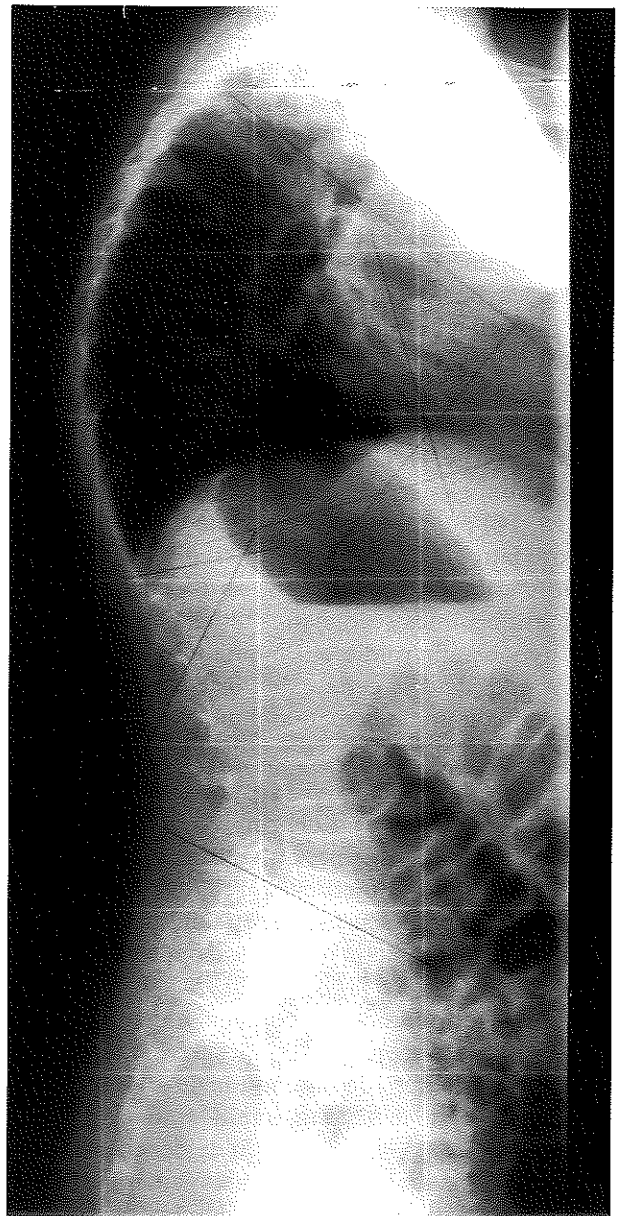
Aspect radiographique de profil de la colonne dorso-lombaire de B.G. à 9 ans.
